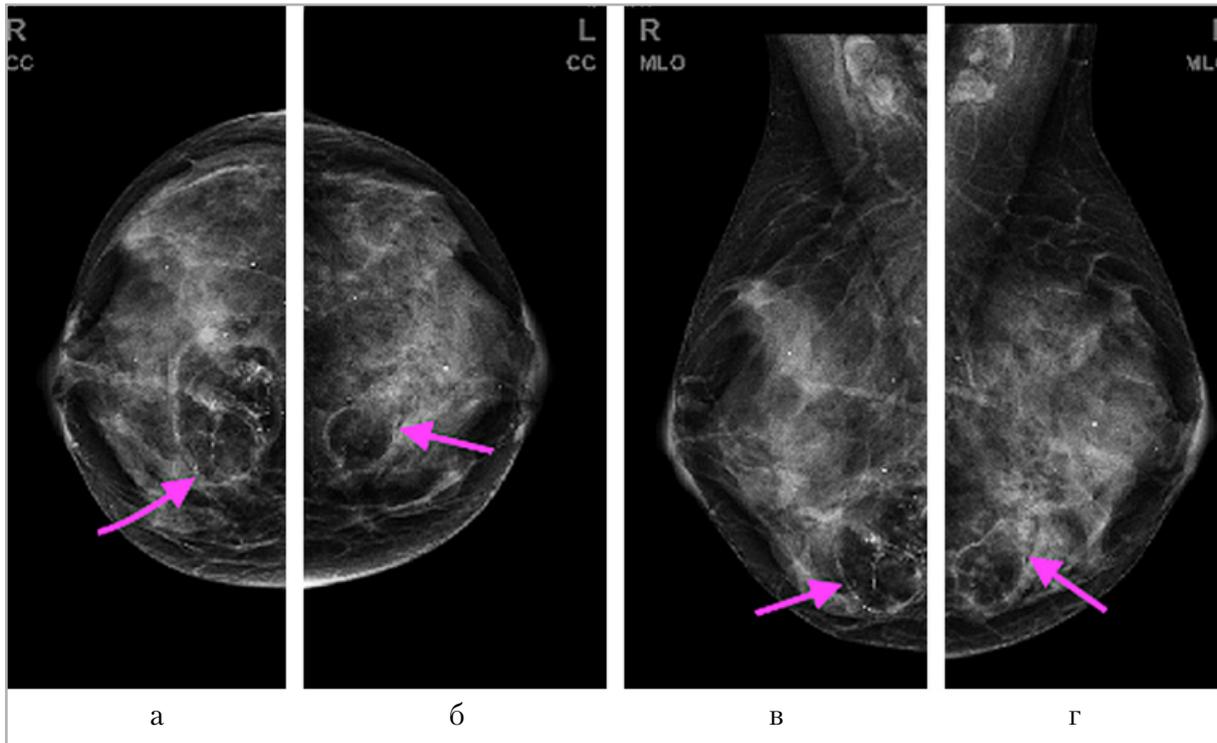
Рентгенограммы молочных желез: *а* – стандартная прямая проекция правой молочной железы; *б* – стандартная прямая проекция левой молочной железы; *в* – стандартная косая проекция правой молочной железы; *г* – стандартная косая проекция левой молочной железы. На снимках *стрелками* обозначены объемные образования нижне-внутренних квадрантов, состоящие из жировой ткани в виде просветлений неправильной формы с кальцинозом капсул по периферии
